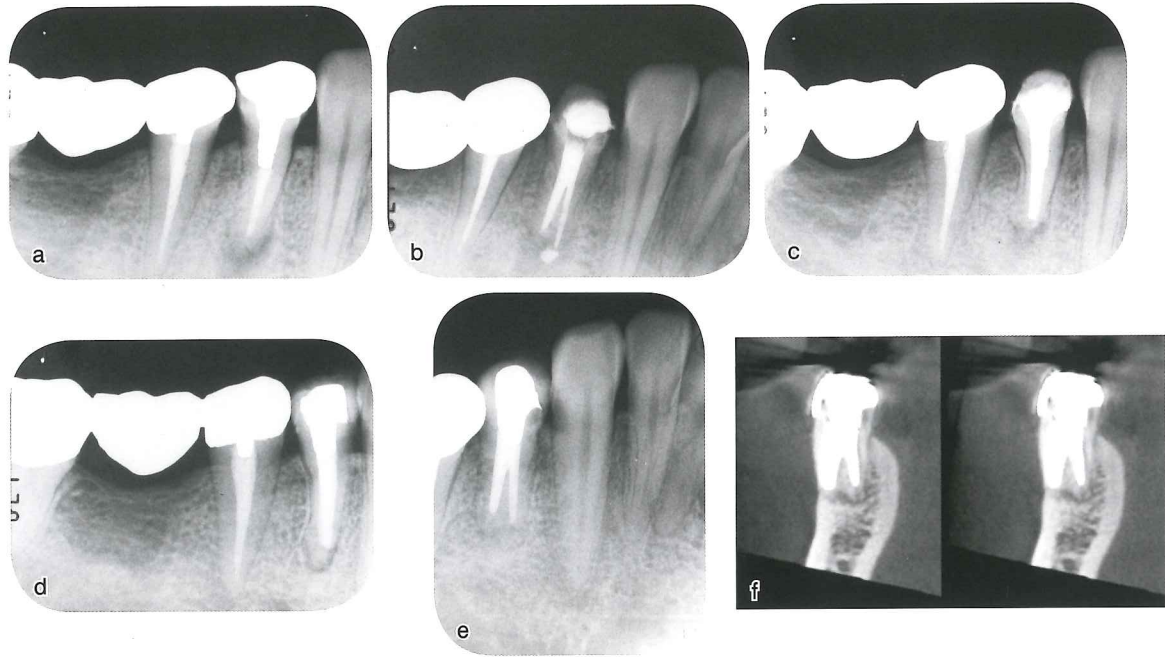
患者は28歳の女性， $\overline{4}$ の咬合痛。a：初診時のデンタルエックス線写真。b：根尖の状態を確認した時のデンタルエックス線写真。c：根管充填時のデンタルエックス線写真。d・e：術後2年のデンタルエックス線写真。f：術後2年のCT画像。
